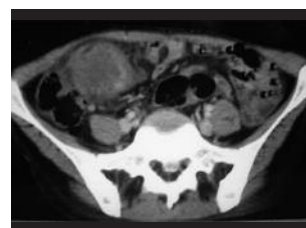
TDM pelvienne : masse pelvienne à double composante solide et kystique envahissant le caecum.
